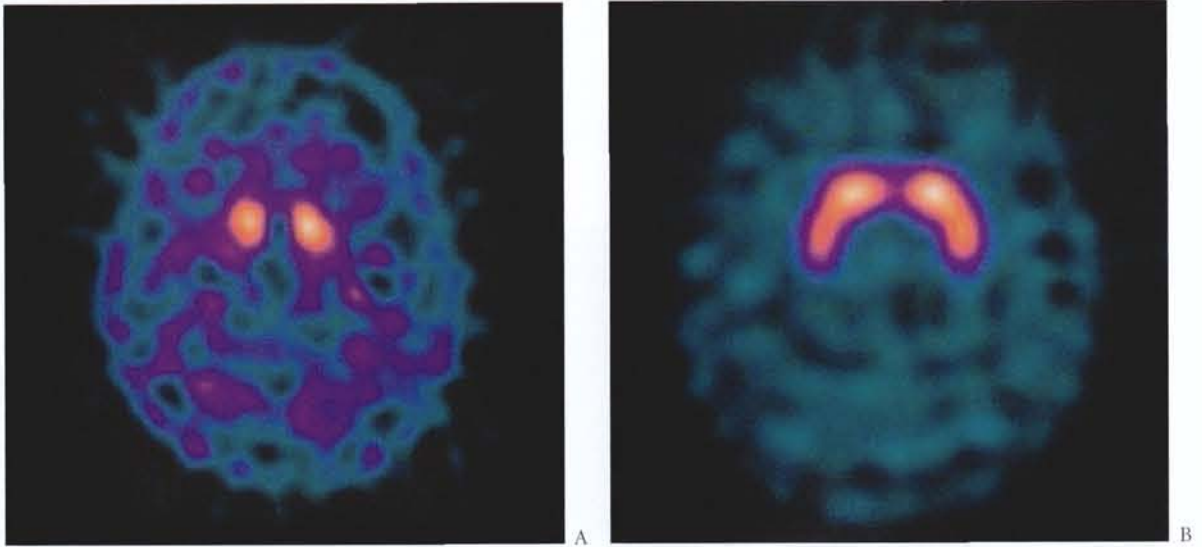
Tomographie par émission de positons (TEP) montrant le flux sanguin cérébral (cliché Pr. R. Perdrisot)
